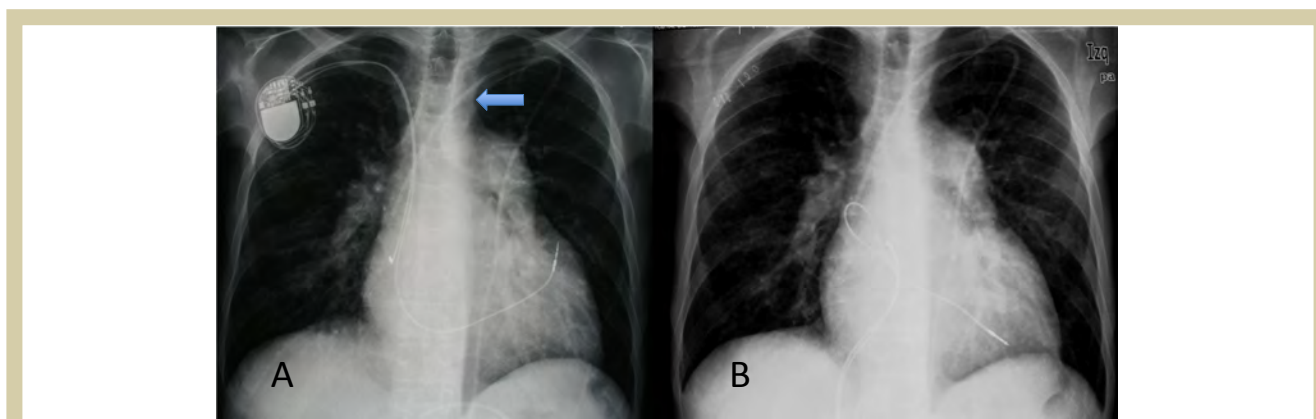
A : Radiografía de tórax de paciente con marcapasos bicameral implantado vía subclavia derecha, con hipertensión pulmonar severa, portador de catéter de diálisis por vía subclavia izquierda (flecha). B: Mismo paciente con generador explantado por infección de la bolsa y cables de marcapasos bicameral implantado por vía femoral (única opción).
